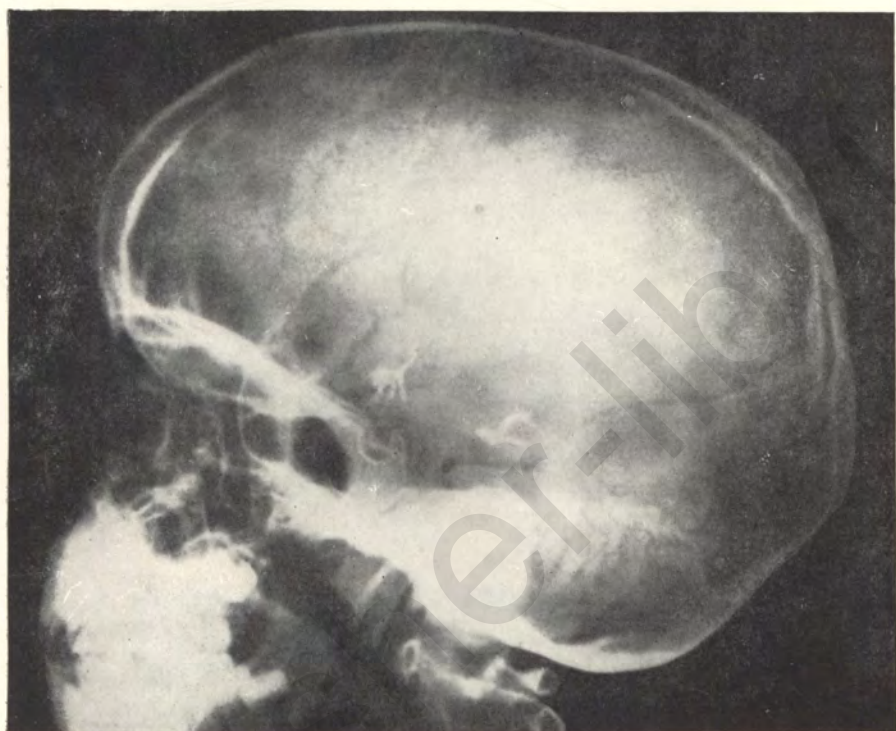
Рентгенограмма черепа больного, перенесшего туберкулезный менингит. Над турецким седлом и кзади от него видны обызвествления.
